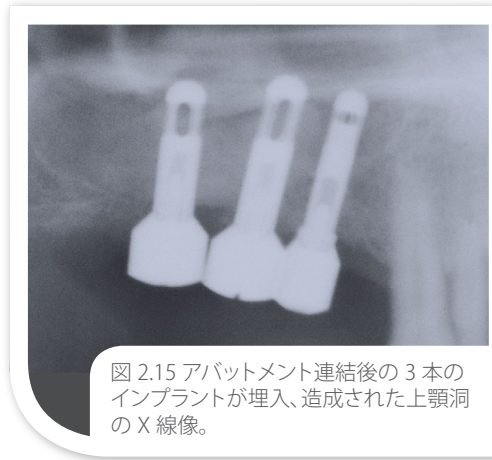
アバットメント連結後の3本のインプラントが埋入、造成された上顎洞のX線像。
